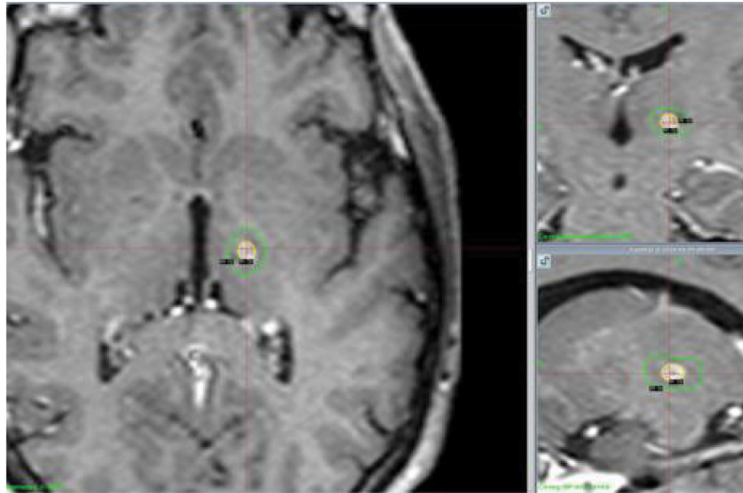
Control con resonancia magnética (RM) cerebral a los 12 meses. RM cerebral en secuencias T1 cortes axial, coronal y sagital. Lesión ovalada milimétrica hipointensa captante de contraste hiperintenso.
